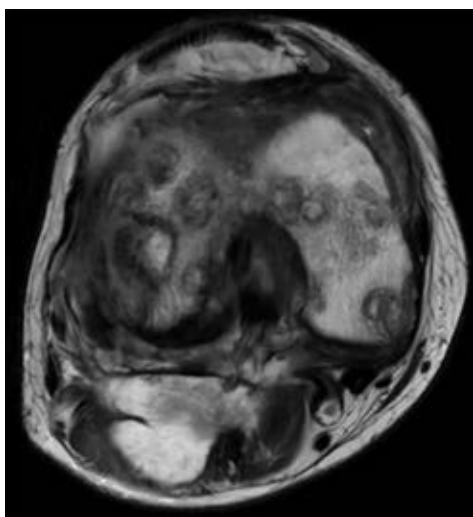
Resonancia magnética de rodilla derecha en corte transversal.
